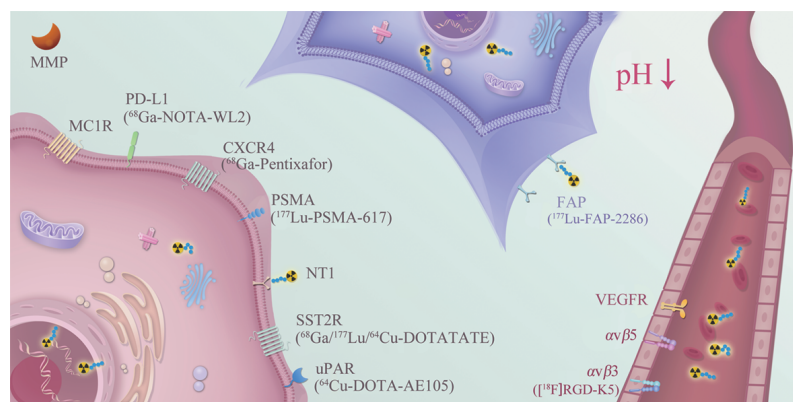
Representative target for peptide radiopharmaceuticals: matrix metalloproteinase (MMP); programmed death ligand 1 (PD-L1); chemokine receptor (CXCR4); prostate-specific membrane antigen (PSMA); neurotensin receptor (NT1); somatostatin receptor (SSTR); urokinase-type plasminogen activator receptor (uPAR); fibroblast activation protein alpha (FAP α); vascular endothelial growth factor (VEGF); integrin receptors ($\alpha\beta3$, $\alpha\beta6$, $\alpha\beta5$, and others)
